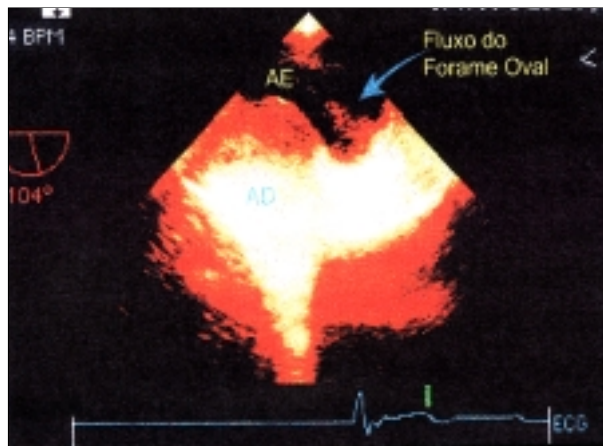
Ecocardiograma transesofágico com contraste através da injeção endovenosa de solução salina. Observa-se a intensa opacificação do átrio direito e a passagem de microbolhas para o átrio esquerdo, durante manobra de Valsalva.
